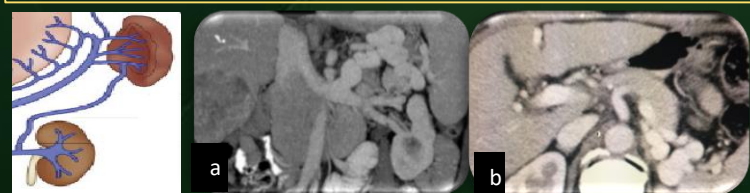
Figura a) y b) TC con contraste coronal que muestra las vórices que se drenan a través de una derivación gastrorenal.
